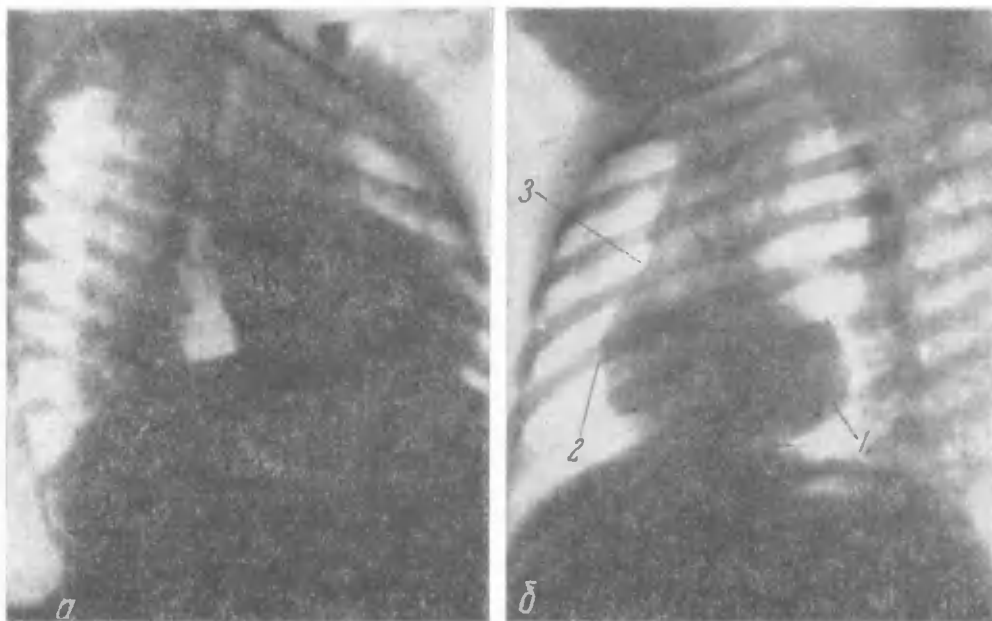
Рентгенограмма сердца той же больной.
